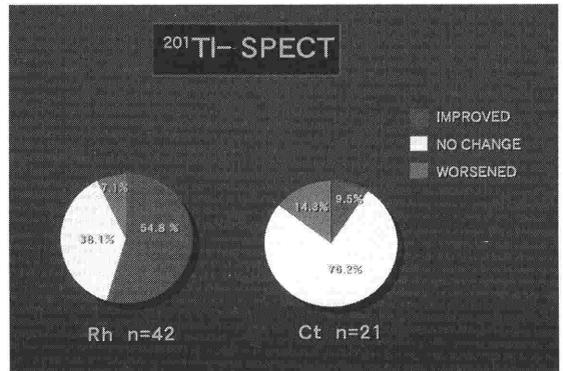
<sup>201</sup>Tl-SPECTの改善効果を示す。<sup>201</sup>Tl scoreで改善(improved)したものがCt(コントロール群)よりRh(リハビリ群)で有意に多かった。
